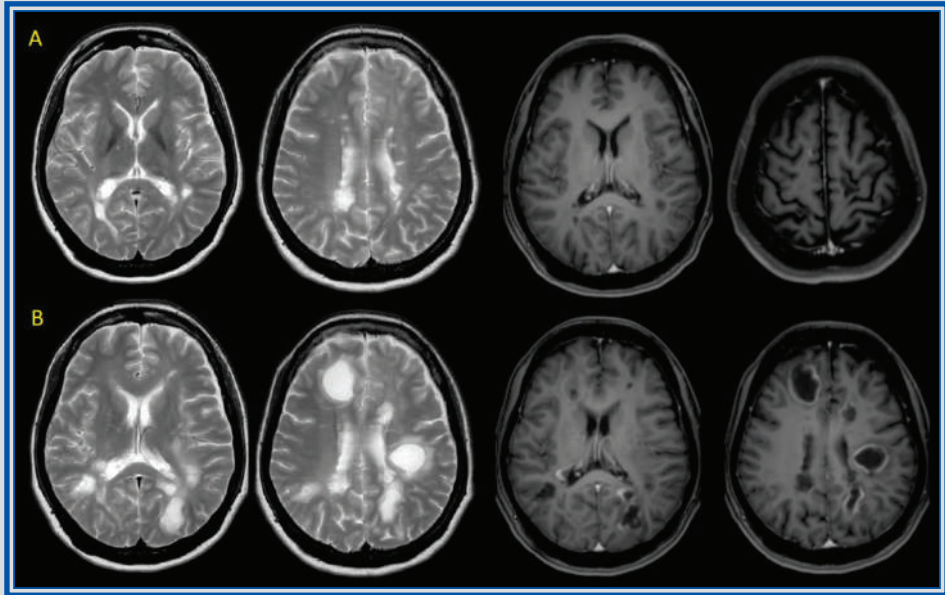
Capítulo 21. Resonancia magnética de cerebro en cortes axiales en paciente bajo tratamiento con fingolimod (A), en donde se observan lesiones desmielinizantes de localización periventricular y yuxtacortical. Posterior a la suspensión abrupta del tratamiento, la IRM con secuencias T2 y T1 poscontraste (B) presenta importante incremento en el volumen de las lesiones y lesiones nuevas “pseudoquísticas” con realce en anillo después del contraste.
